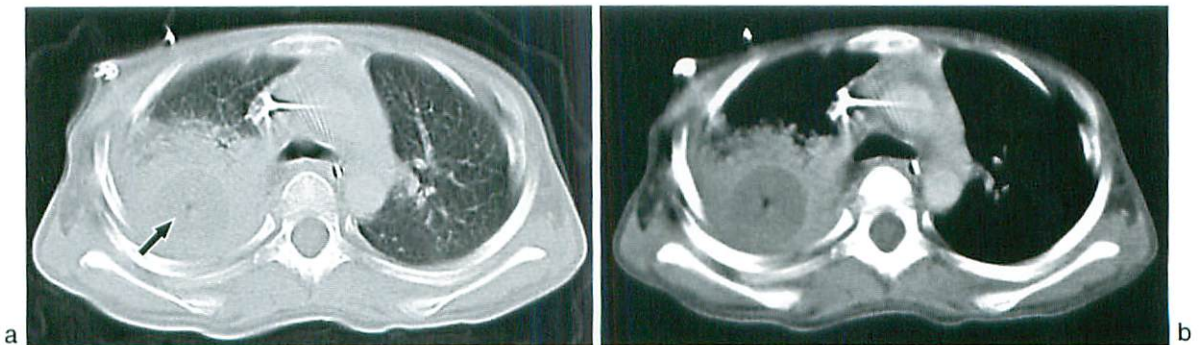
Fungal abscess in 4 year-old girl who had been treated by chemotherapy after resection of neuroblastoma. She had had fever and underwent chest CT for evaluation of pneumonia. CT images showed air space consolidation with parenchymal nodule at upper lobe of right lung, with a central region of cavitation (arrow) that represented abscess formation. Laboratory data revealed increased beta-D glucan as a result of aspergillus infection.
